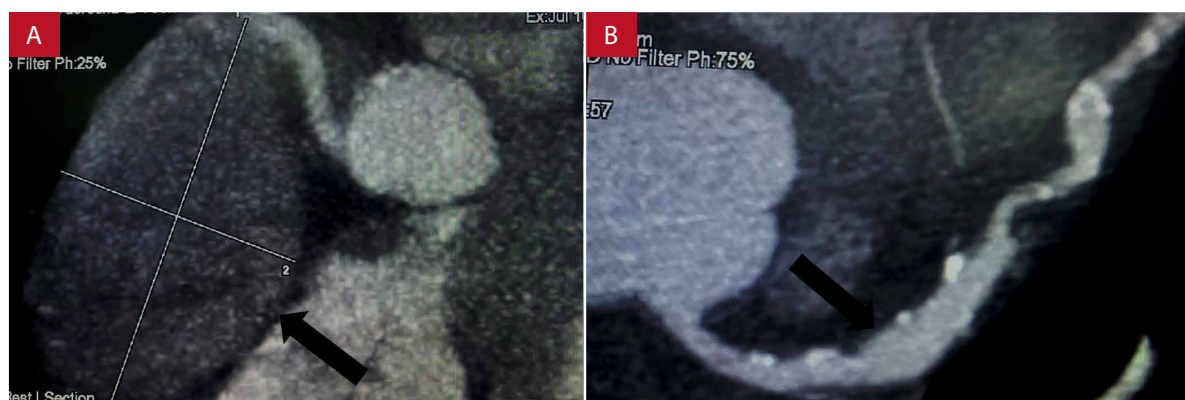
Angiotomografía coronaria. Se muestra dilatación aneurismática (flecha negra) en: A) Arteria coronaria derecha. B) Arteria descendente anterior.
